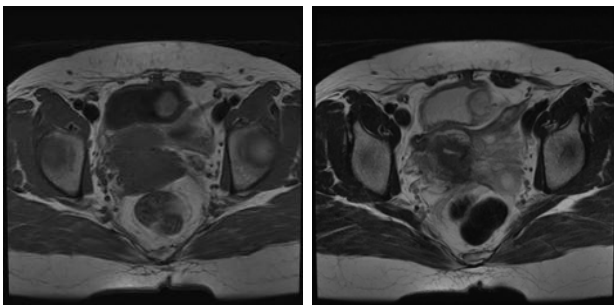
Pelvis MRI shows 2.3 x 2cm sized T2 hyperintense and T1 hypointense round mass at left bladder dome.
